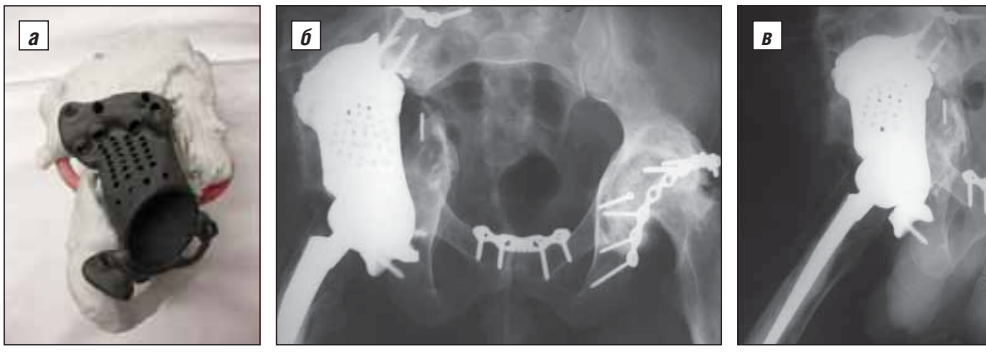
То же наблюдение. Индивидуальный вертлужный компонент в гипсовой модели таза (а) и рентгенограммы после операции: прямая (б) и боковая (в)
